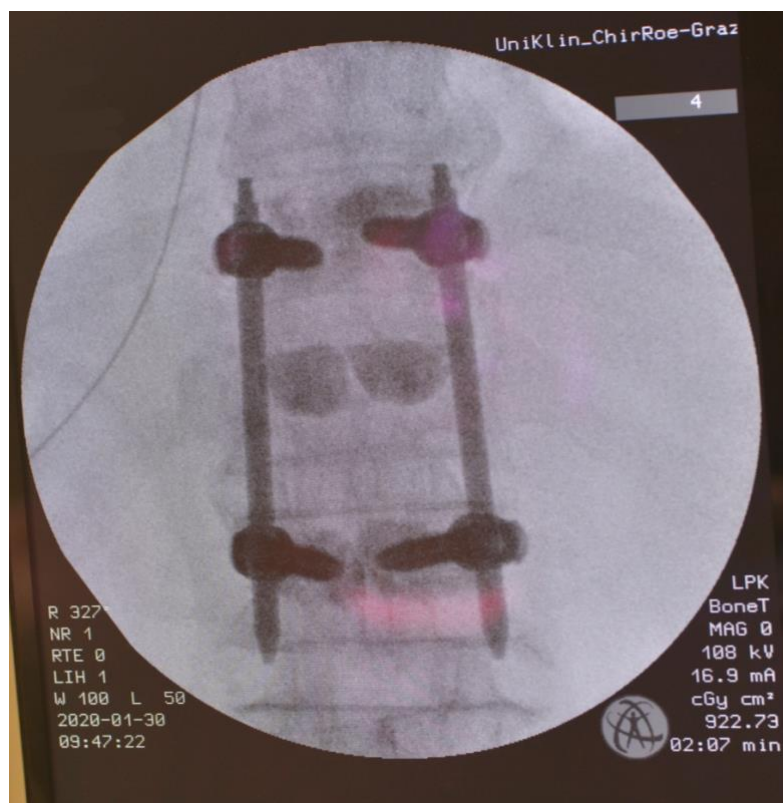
intraoperatives Abschlussröntgen
